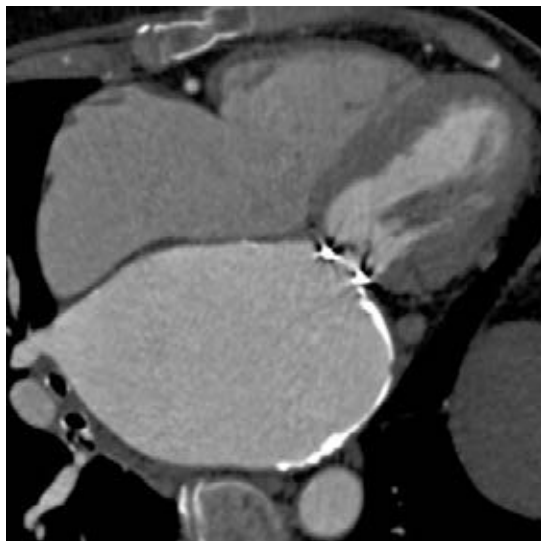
Mujer de 59 años con antecedente de cardiopatía reumática inactiva y valvuloplastia quirúrgica hace 25 años. La tomografía mostró calcificación de la aurícula izquierda.
